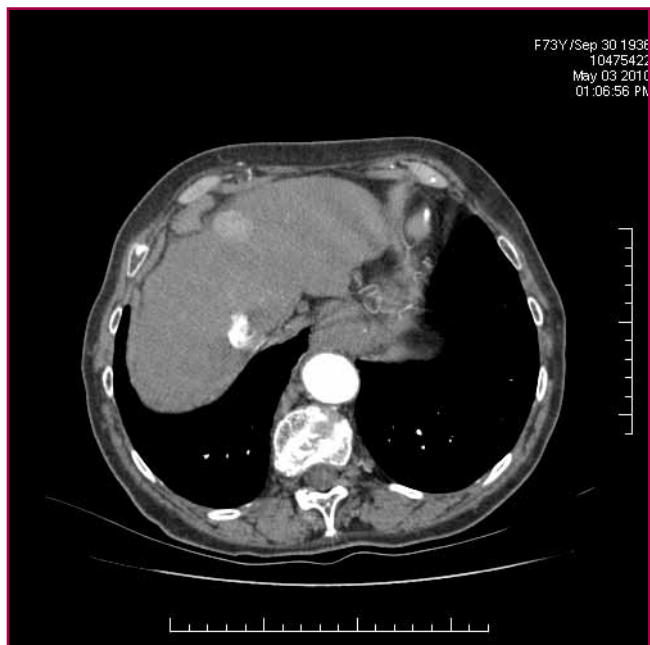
CHC. La TC helicoidal muestra una pequeña lesión hipervascular en el segmento IV compatible con CHC.
